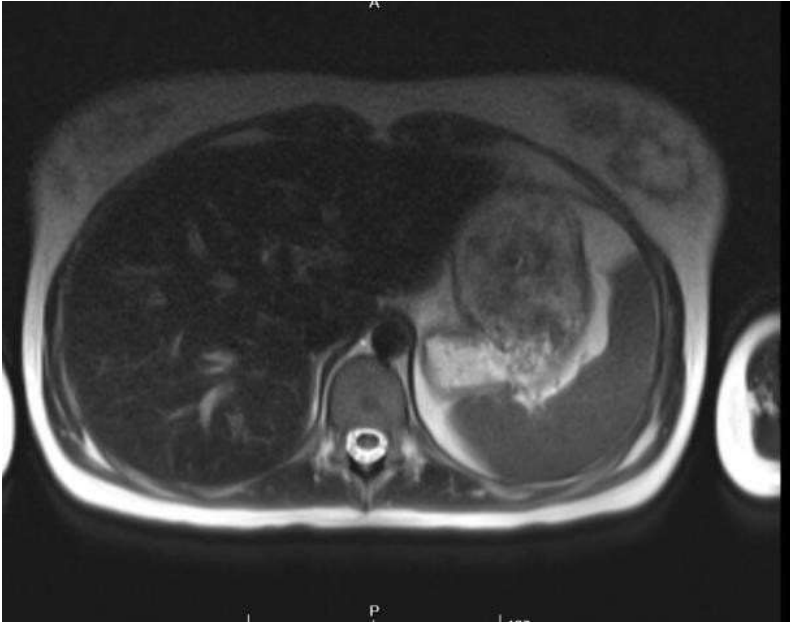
RM hepática con cuantificación de hierro. Hepatomegalia, hígado sin LOEs. Sobrecarga férrica hepática (128.9 micromol Fe/gr).
